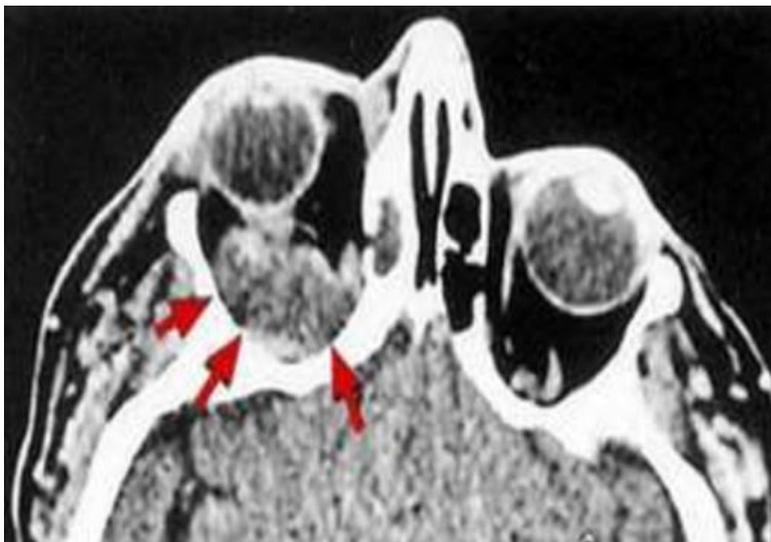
TDM de l'abcès sous périosté*
